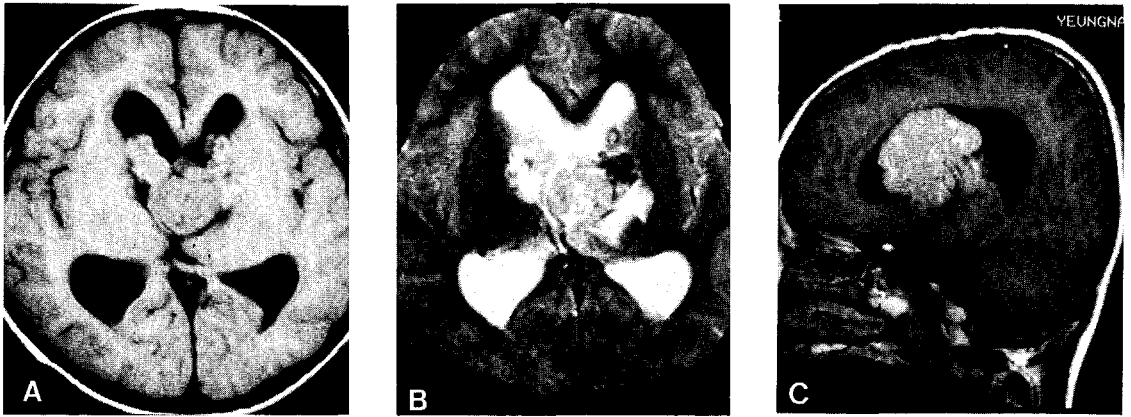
Brain MRI show huge irregular mass on the 3rd and lateral ventricles.
